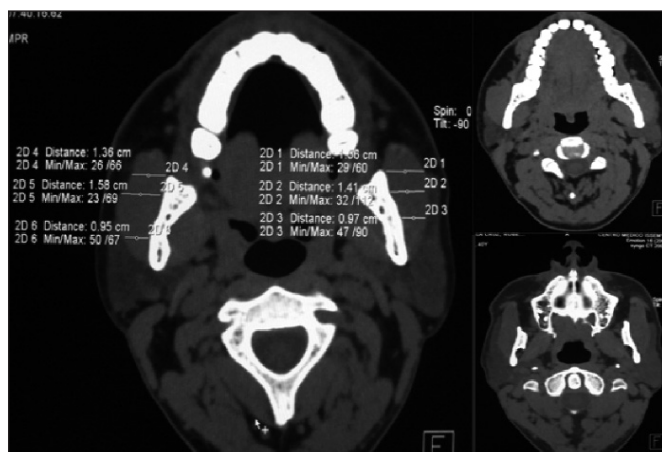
TAC en donde se observan los diámetros transversos del ambos músculos maseteros tras el tratamiento.
